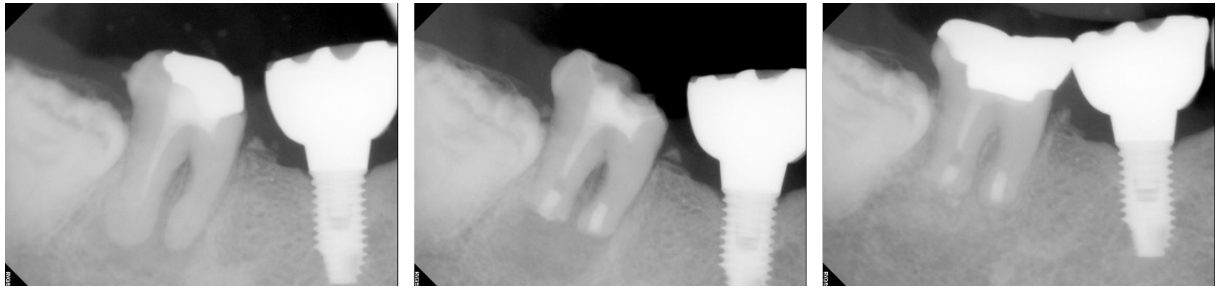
술 전 방사선사진, 의도적 재식술 후 방사선 사진, 지르코니아 엔도크라운 수복 후 1년 추적 관찰 방사선 사진
